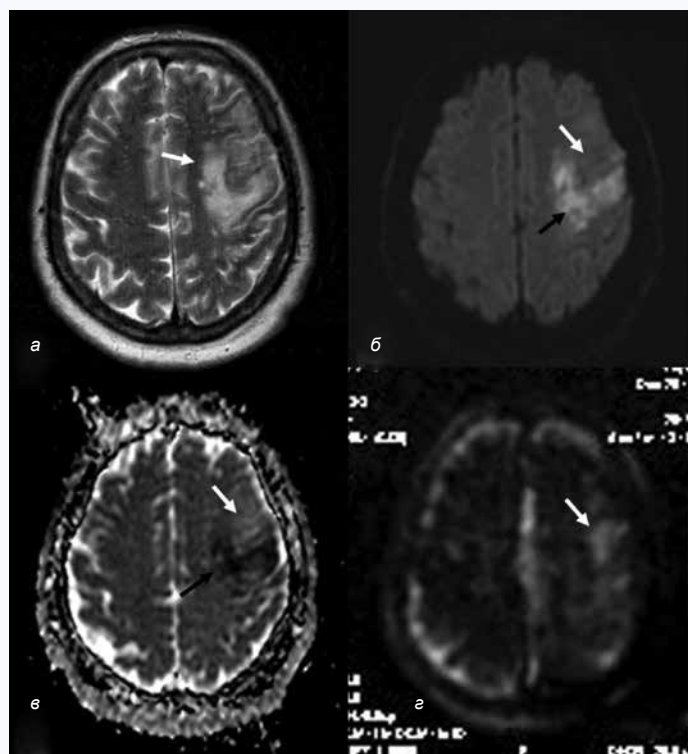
Венозный инсульт с локализацией в левой лобно-теменной области при тромбозе поперечного и сигмовидного дуральных синусов слева: а) на T2WI очаг имеет неровные нечеткие контуры и неравномерно повышенный сигнал; б) на DWI ($b = 1000$) в той же зоне различаются участки с повышенным сигналом (цитотоксический отек – черная стрелка) и слегка пониженным сигналом (вазогенный отек – белая стрелка); в) на ADC-карте в зоне цитотоксического отека сигнал низкий (черная стрелка), в зоне вазогенного отека – слегка повышен (белая стрелка); г) на CBF карте PASL MPT в зоне, соответствующей вазогенному отеку, сигнал повышен (белая стрелка) – признаки гиперемии/гиперперфузии
